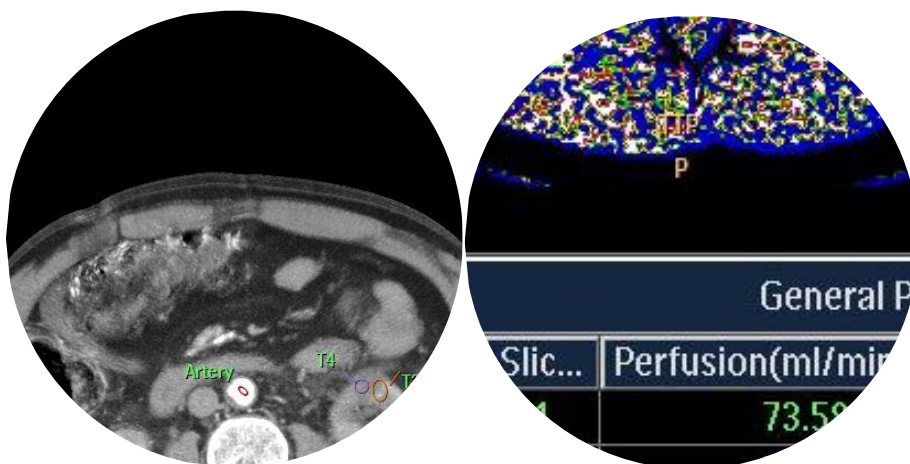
КТ больного клинически ЛРП стадии c/pT1aN0M0 в первые сутки после РЧА и перфузионная карта.
